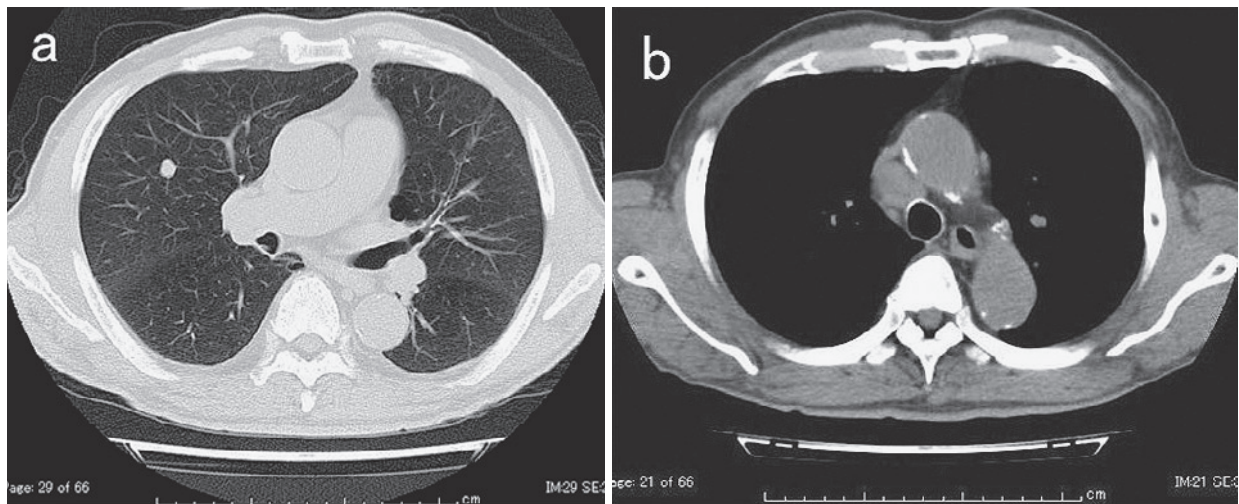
Chest CT scan obtained in the beginning of March 2011 showing a well-circumscribed tumor (φ10 mm) in the right upper lobe (S³a) (a) and swelling of the mediastinal lymph nodes (b).
